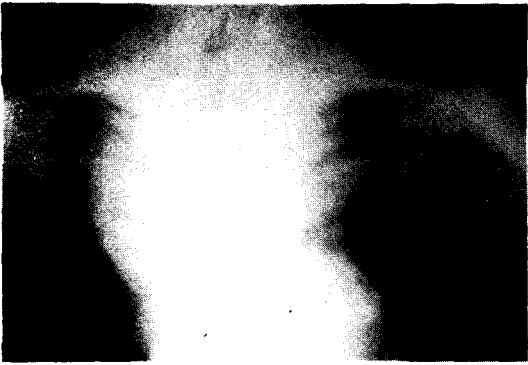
Sleeve shaped tracheal stenosis due to cervical esophageal carcinoma showed on chest X-ray. This patient complained of severe dyspnea.
